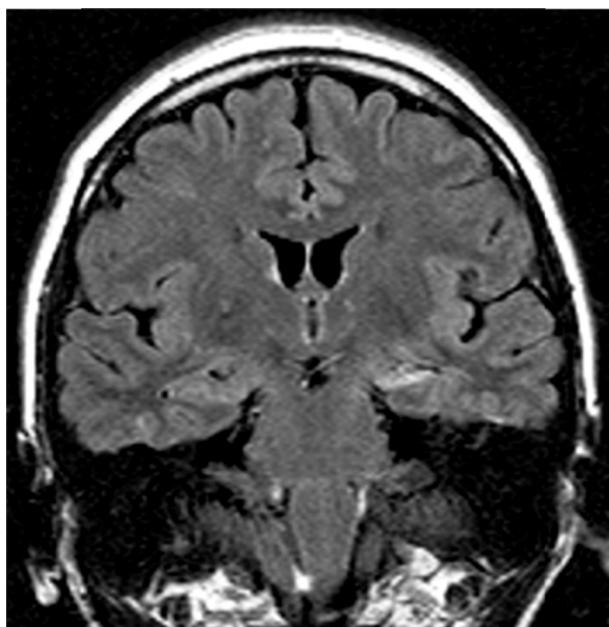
Paciente del grupo 2 con epilepsia temporal cuya IRM, en secuencia FLAIR coronal, mostraba una EH izquierda.
